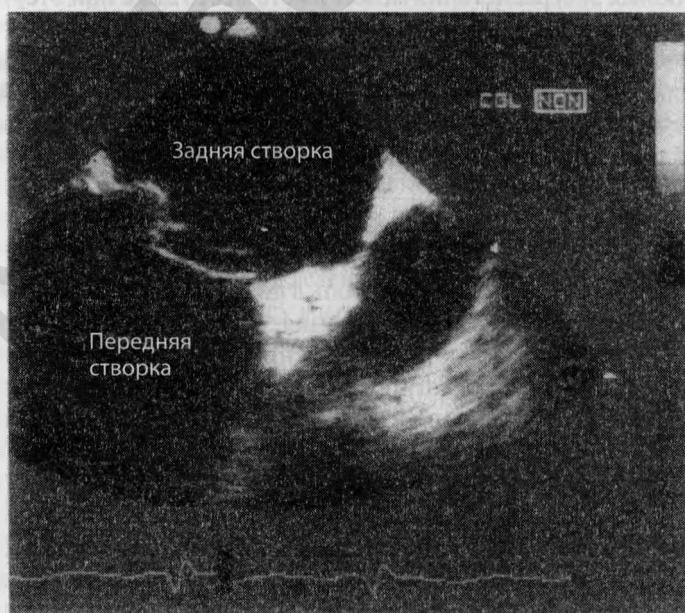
Пролапс задней створки, обусловленный разрывом хорд. Чреспищеводная эхокардиограмма
